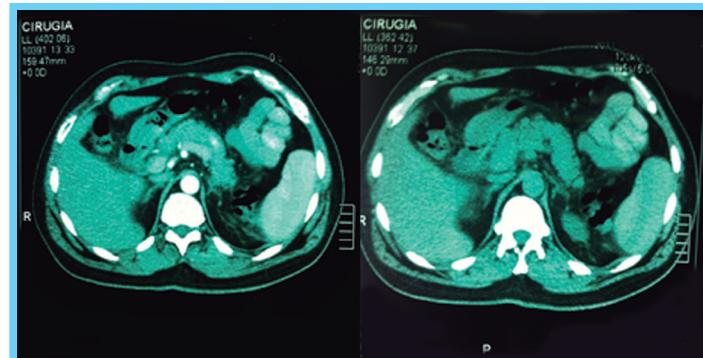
TAC Abdominopélvica
